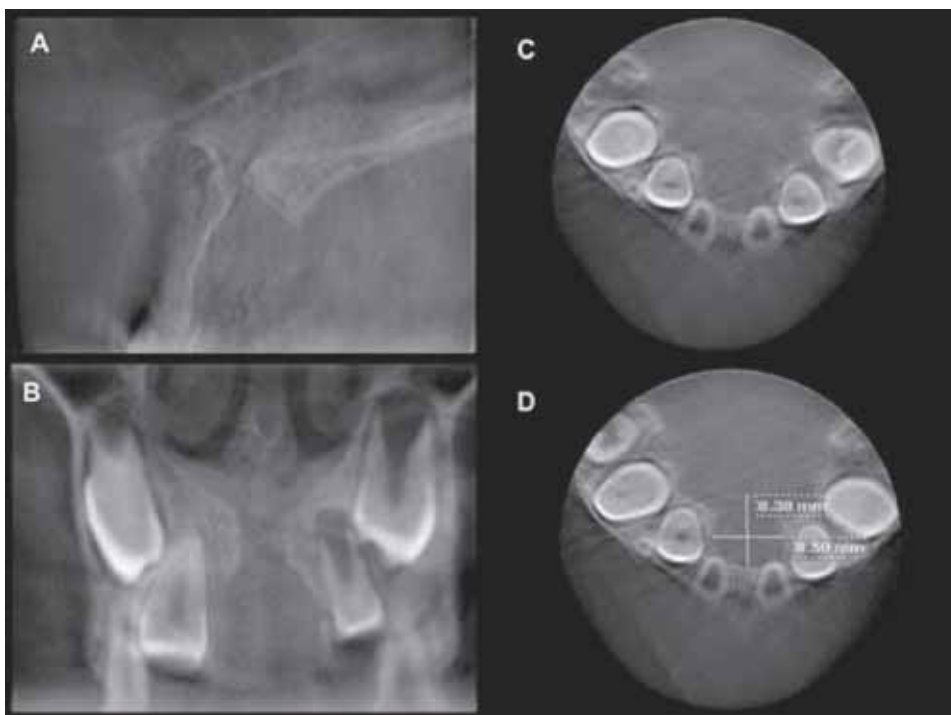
Darstellung einer nasopalatalen Zyste bei einem 7-jährigen Mädchen mit akuter Symptomatik mittels digitaler Volumentomografie (DVT). A) Sagittalebene mit Darstellung des Canalis incisivus; B) Frontalebene mit Darstellung des Canalis incisivus; C) Horizontalebene mit Darstellung der benachbarten Inzisiven (12, 11, 21 und 22); D) Horizontalebene mit Abmessung der Zystendimensionen.
